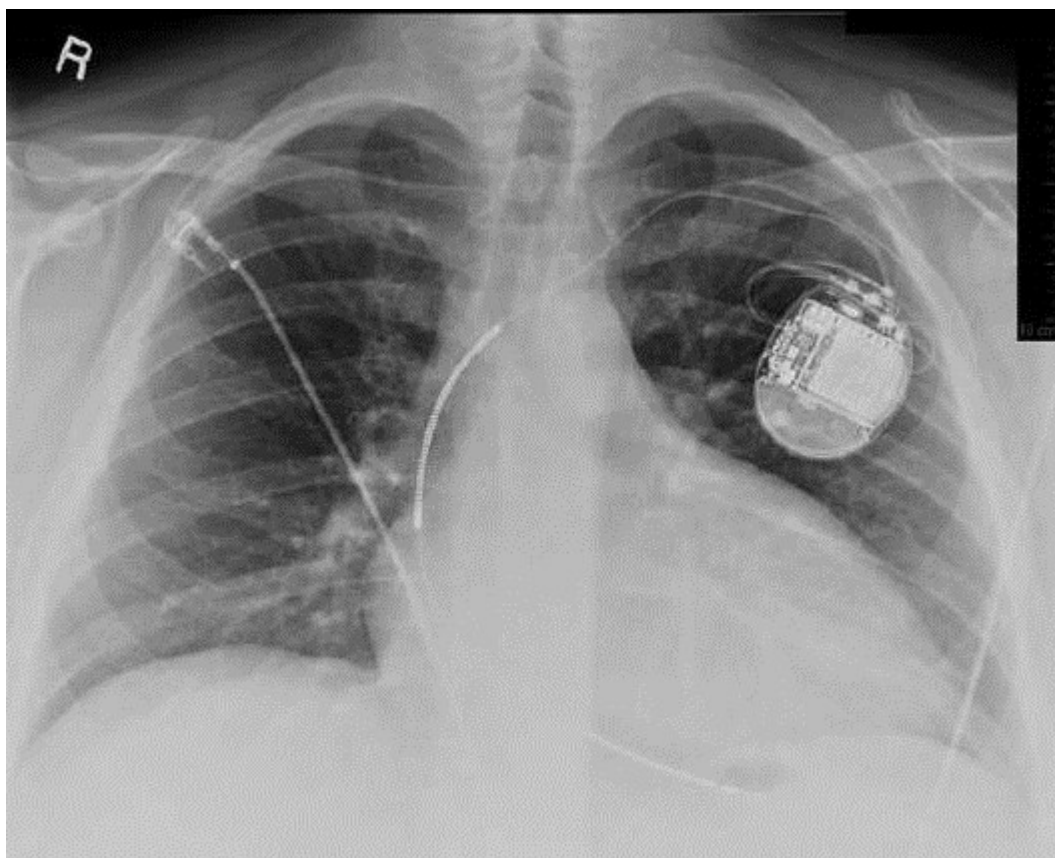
Рентгенограмма грудной клетки, демонстрирующая ИКД in situ.
